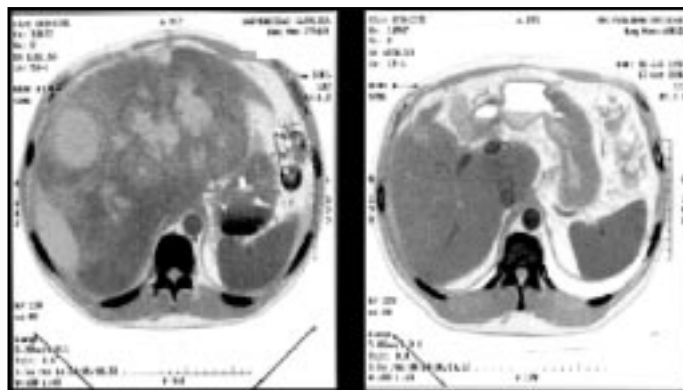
Tomografía axial computada de un paciente con cáncer gástrico tratado con FOLFOX-4, la imagen A corresponde al diagnóstico y la imagen B a la realizada como parte de la segunda evaluación a la semana 16 de tratamiento.
